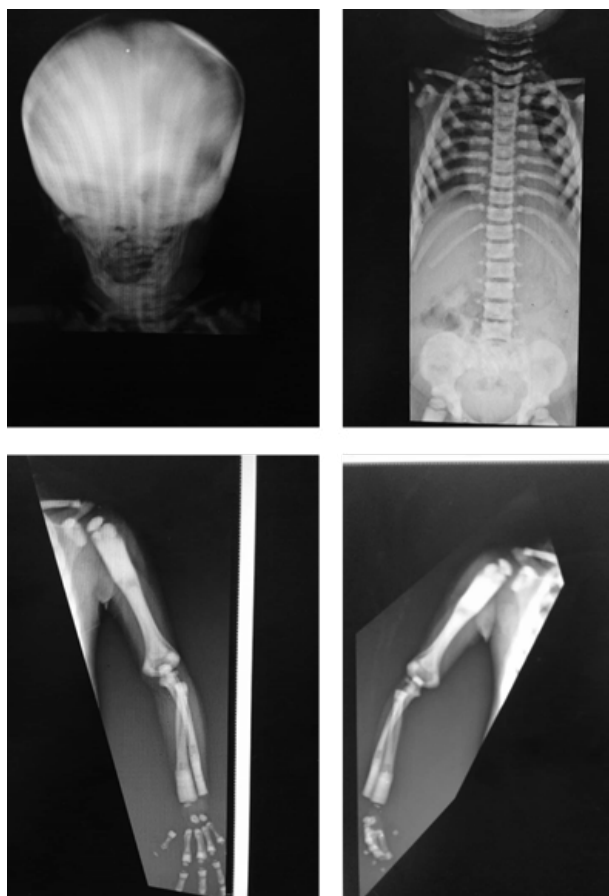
Radiografía de craneo en proyección anteroposterior donde se evidencia aumento de la densidad ósea. Radiografía toracoabdominal en proyección anteroposterior donde se evidencia aumento de la densidad ósea. Radiografías de miembro superior derecho e izquierdo donde se aprecia esclerosis, con imagen de "hueso dentro de hueso", pérdida de la anatomía de la diafisis de los huesos largos y engrosamiento de las corticales.
